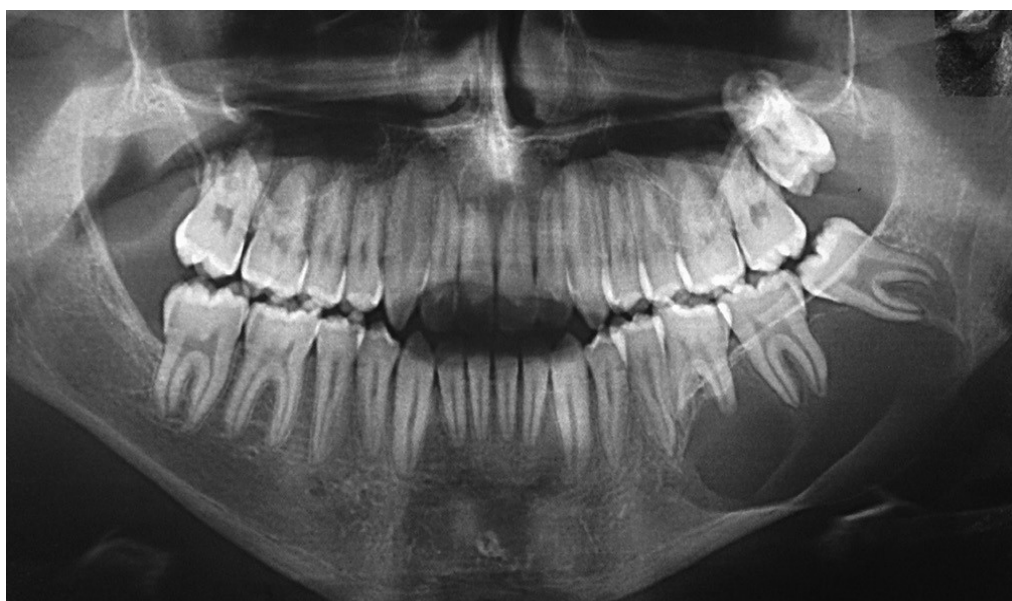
Queratoquisto Odontogénico, ortopantomografia onde é possível observar, na região do 3º Quadrante, uma imagem radiotransparente com halo radiopaco em redor do 3º molar ainda por erupcionar, adaptado de De Molon et al., 2015.
